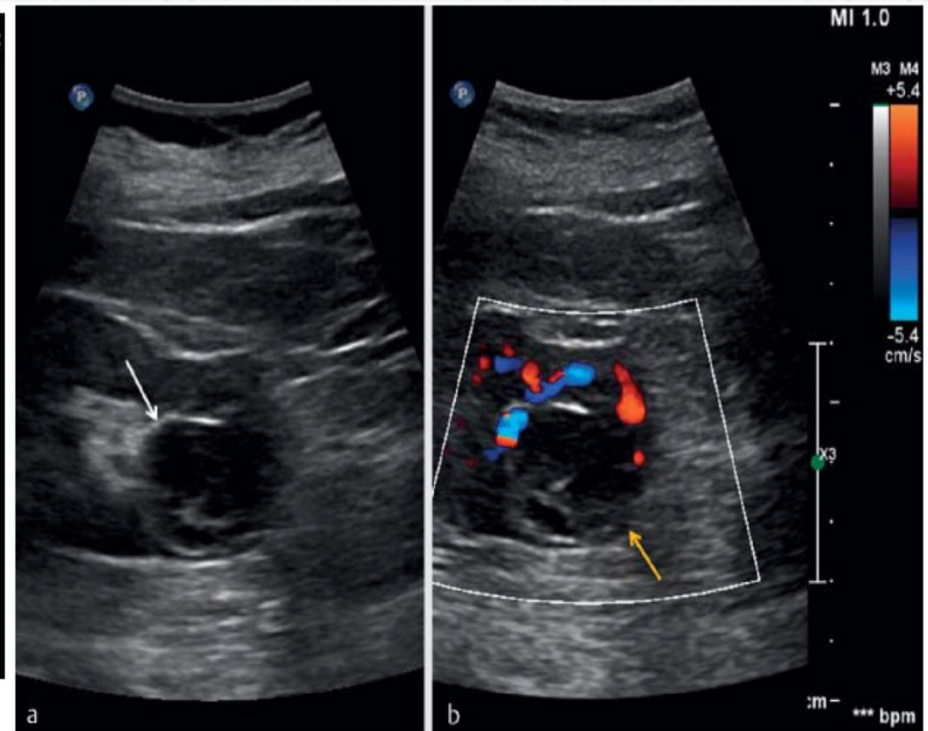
A renal cyst (white arrow) that shows thin septa. There is no major vascularization of the cyst visible in color Doppler mode (yellow arrow).
